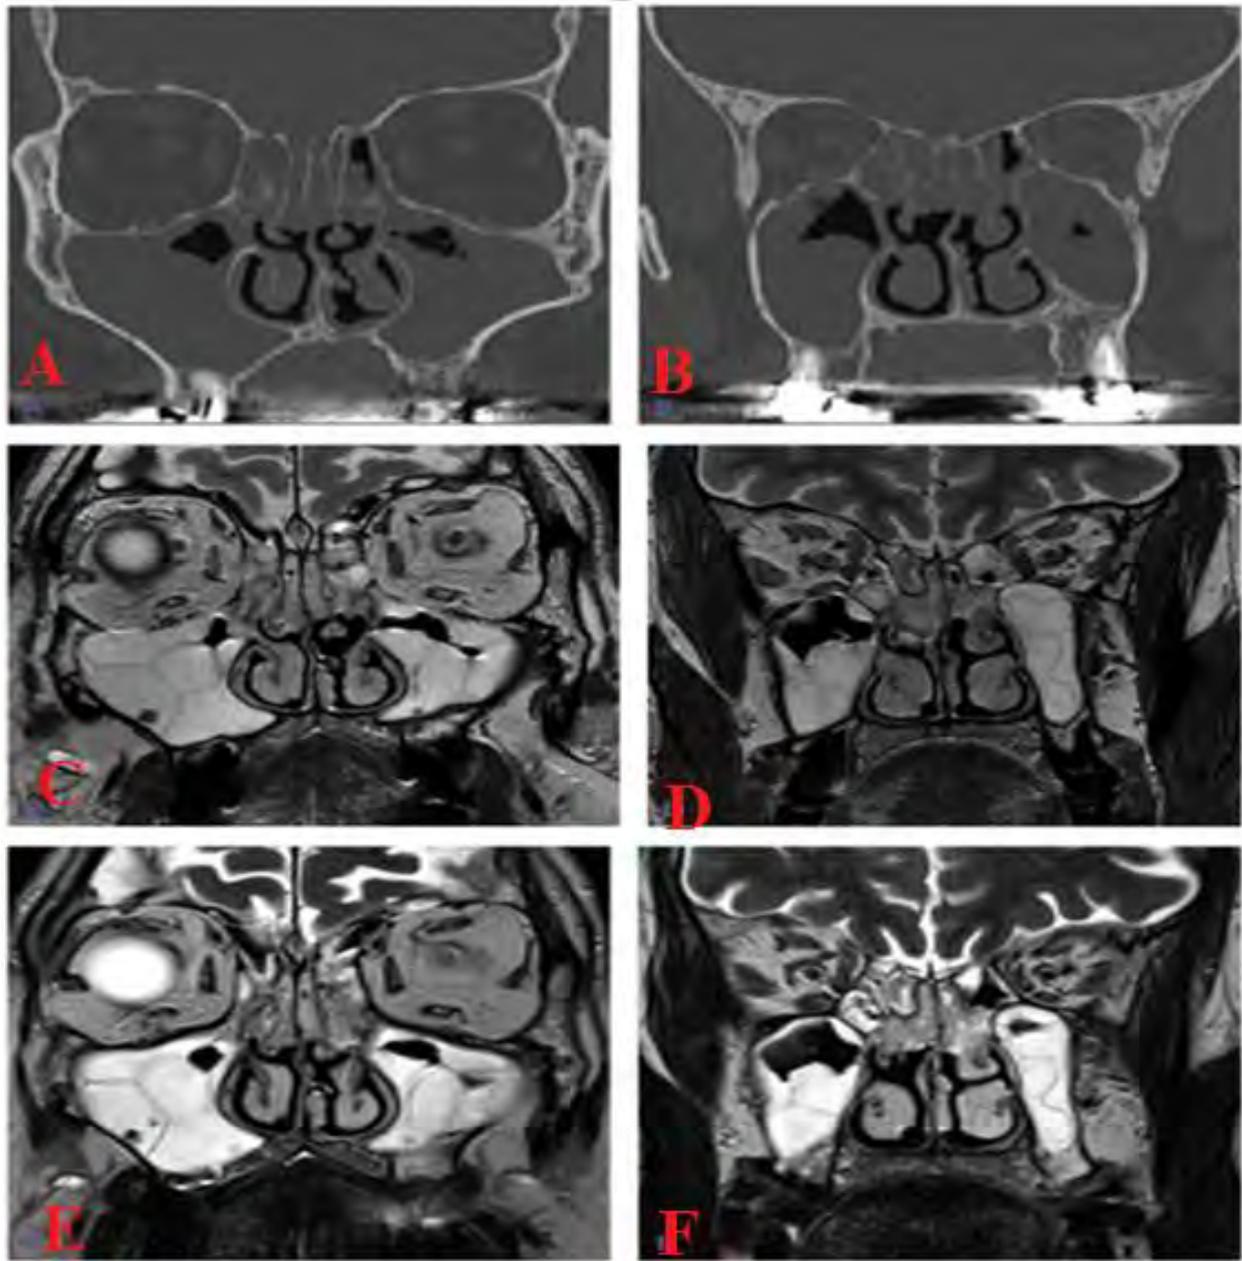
Image de PNS en IRM [16]
